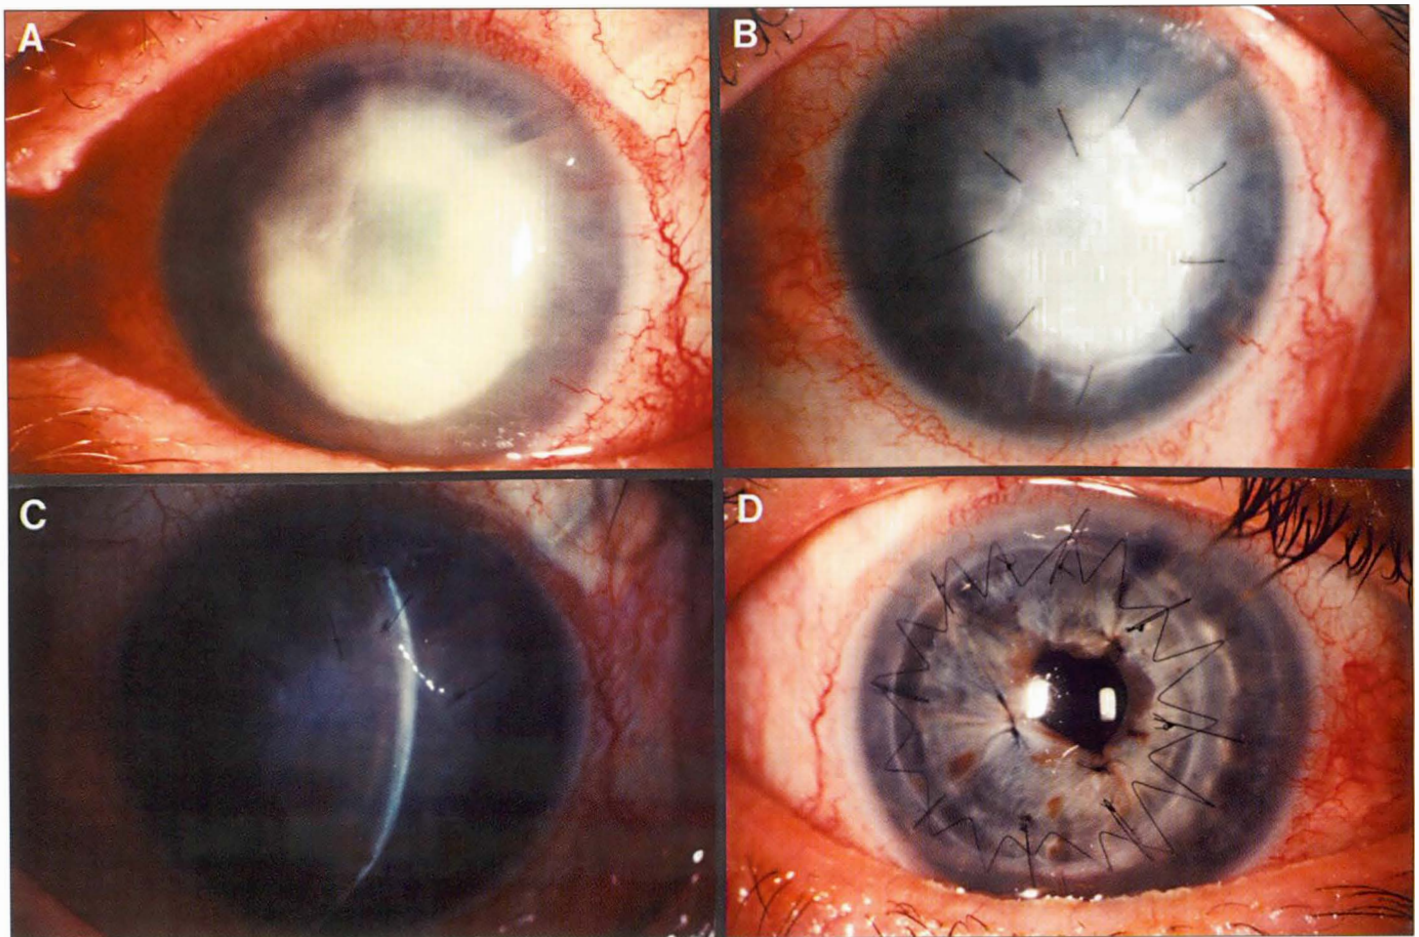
A) Pré-operatório mostrando defeito epitelial persistente com ulceração, secundário a úlcera infecciosa e ceratoconjuntivite por herpes simples. Foi observada extensa área de ulceração. B) Pós-operatório de TMA de 1 semana evidenciou regressão da ulceração. C) 3 meses após a cirurgia notou-se membrana amniótica mais transparente. D) 4 meses após TMA, foi realizado TC combinado com EECC/LIO. TMA: Transplante de membrana amniótica; TC: Transplante penetrante de córnea; (Modificado com a permissão da revista *Archives of Ophthalmology*, 116:431-441, 1998. Copyright 1998, American Medical Association).
